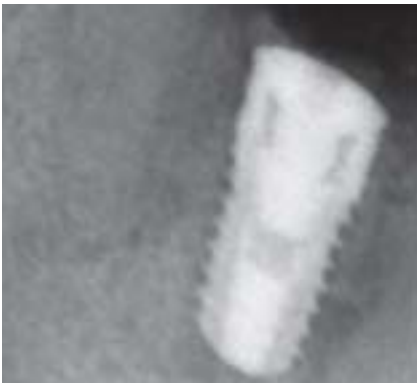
Röntgenbild: Implantat und Augmentationsmaterial
